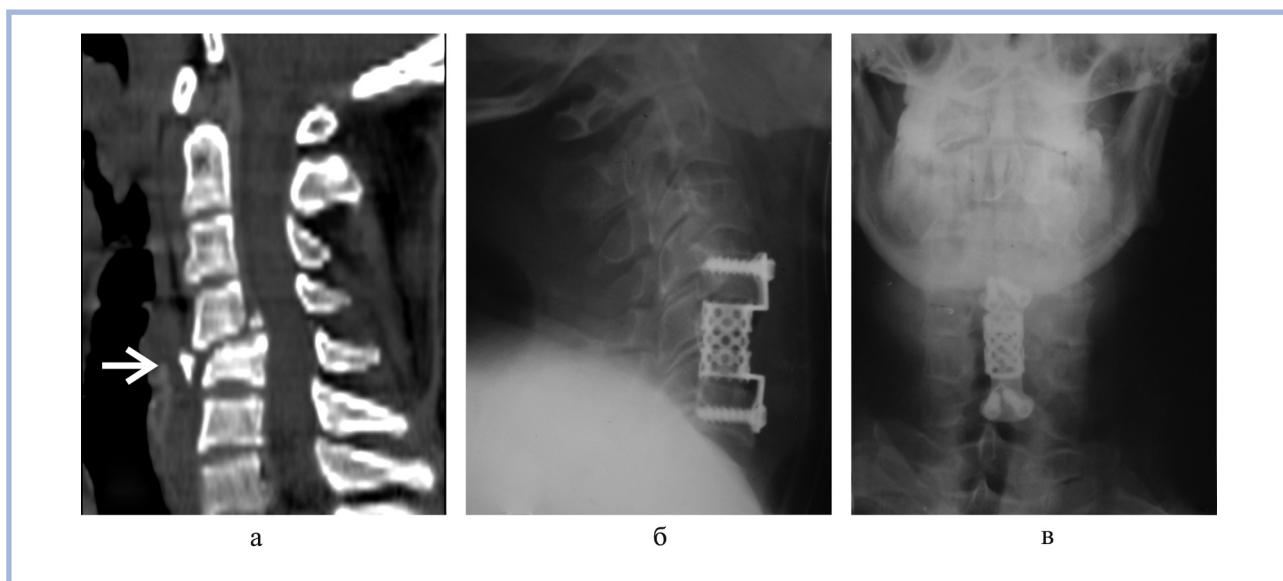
Компьютерная томограмма и рентгенограммы больного К. с оскольчатый переломом-вывихом $C_{IV}-C_{V}$.
